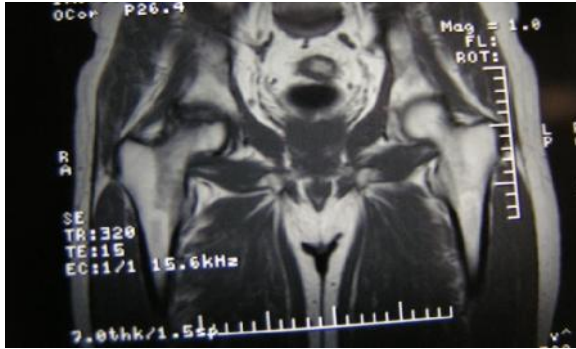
10 Imagini de examen RMN f r substanță de contrast care arată un edem osos la nivelul capului femural, al colului și a micului trohanter dreapta la un pacient de 53 de ani.
